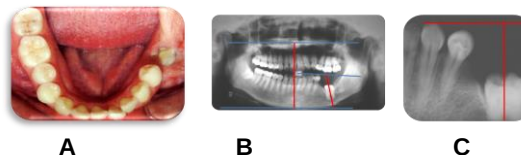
Posición inicial diente 37. A. Fotografía intraoral; B. Radiografía panorámica; C. Radiografía periapical
